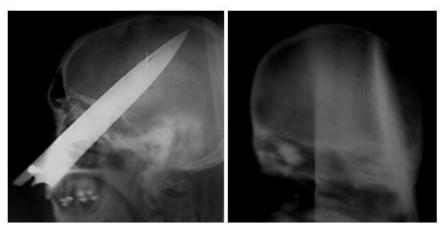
Radiografía simple de cráneo preoperatoria.
